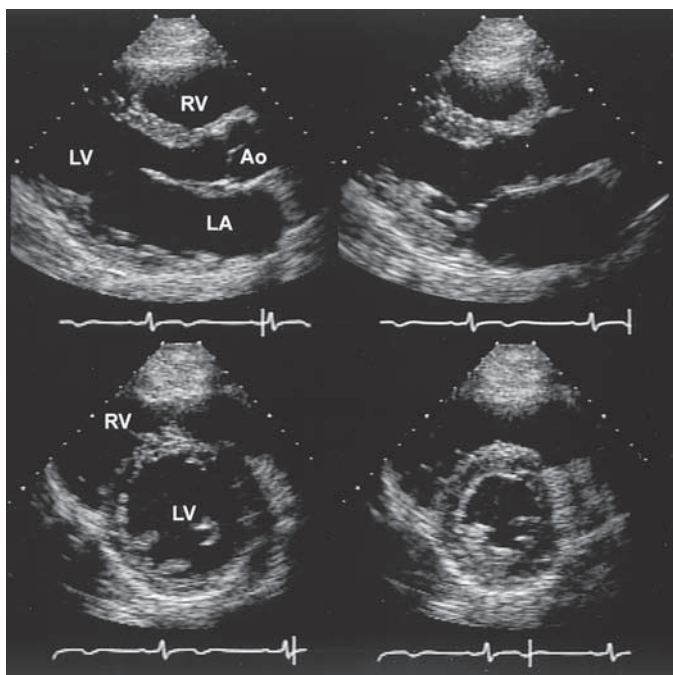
Imágenes de ecocardiografía bidimensional correspondientes a una persona sana con corazón normal. *Parte superior:* proyección paraesternal de eje largo durante la sístole y la diástole (*izquierda*) y durante la sístole (*derecha*). Durante la sístole se observa un engrosamiento del miocardio con reducción del tamaño del ventrículo izquierdo (LV). Las valvas son finas y se abren ampliamente. *Parte inferior:* proyección paraesternal de eje corto durante la diástole (*izquierda*) y la sístole (*derecha*) con demostración de una disminución del tamaño de la cavidad ventricular izquierda durante la sístole, con incremento del grosor parietal. Ao, aorta; LA, aurícula izquierda; RV, ventrículo derecho. (Reproducido de RJ Myerburg, en Harrison PMI 12.^a)
